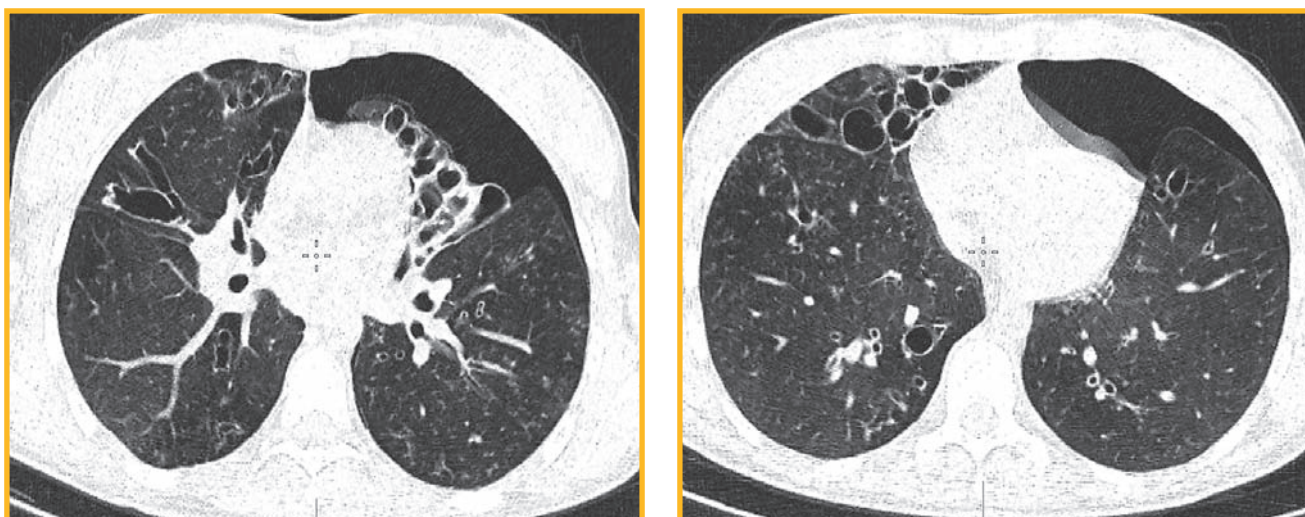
Результаты мультиспиральной компьютерной томографии пациента Р. А.
